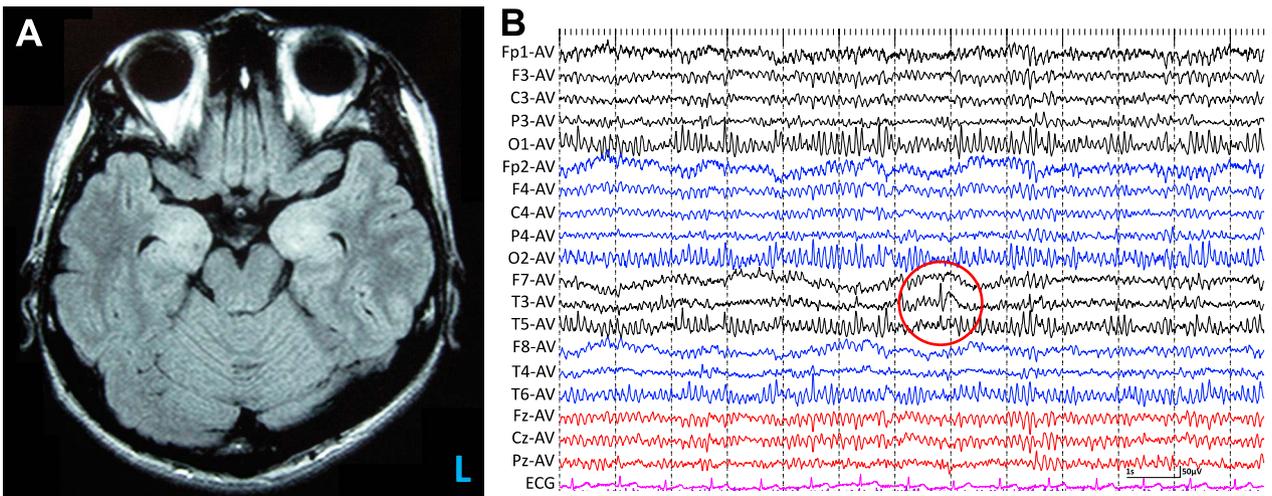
Typical abnormalities in MRI and EEG.
